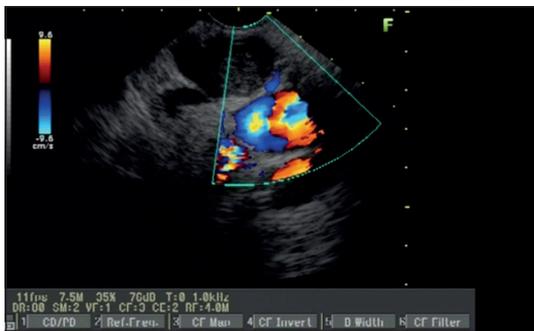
Vía Biliar dilatada a nivel de D I, con masa distal que no permitió la CPRE. Se hace Doppler que muestra debajo de ella la vena porta. En este paciente planeamos y realizamos una coledoco duodenostomía (EUS_CDS). Se ve en la imagen el sitio donde realizaremos la punción (Imagen de Unión de cirujanos SAS – Lázaro Arango).
